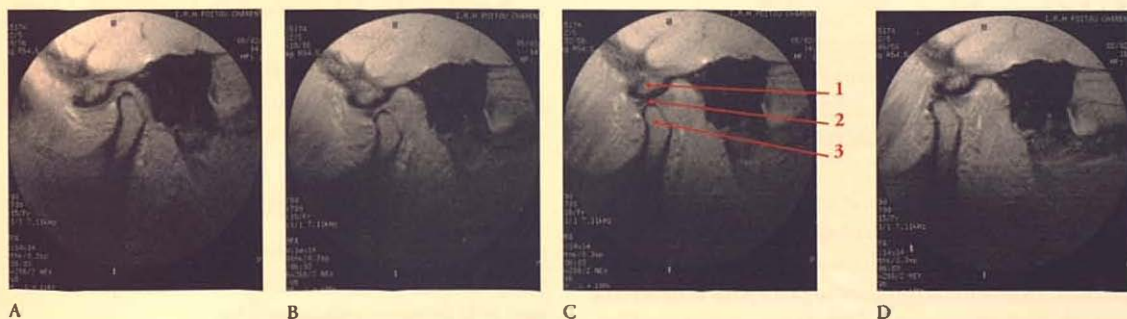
Coupes TDM sagittales de l'articulation temporo-mandibulaire en mouvement (clichés Dr F. Goubault)
